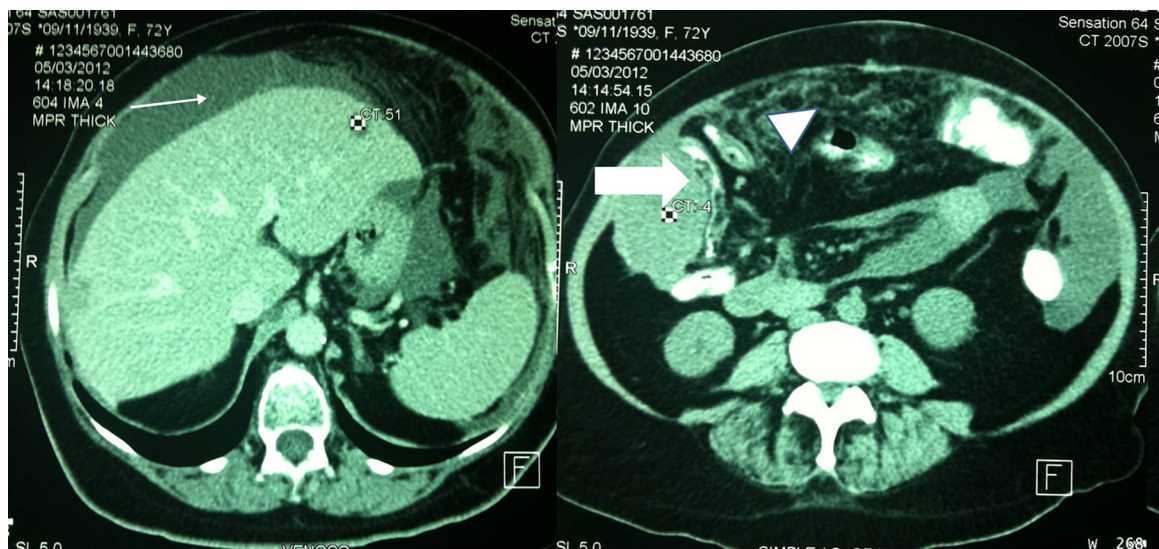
Tomografía de abdomen en la cual se observa ascitis (flecha delgada), así como un tumor en el flanco derecho comprimiendo el colon derecho (flecha gruesa), datos indicativos de carcinomatosis (cabeza de flecha).
